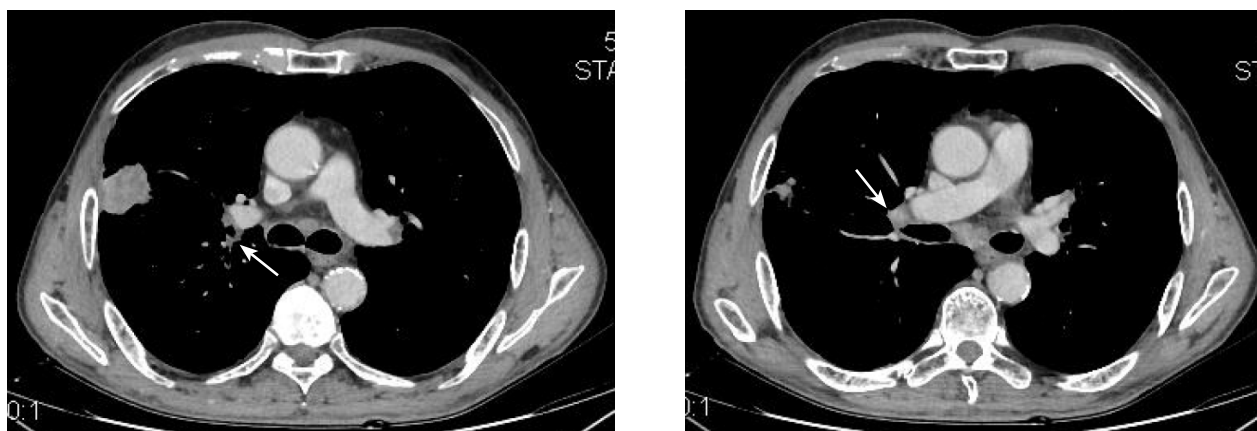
Пациент Б., 1954 г.р. КТ-картина периферического новообразования верхней доли правого легкого с инвазией в грудную стенку и ипсилатеральной лимфоаденопатией с перибронховаскулярным инвазивным характером роста правых бронхопульмональных групп лимфатических узлов (10–11-я группа) с интимным прилеганием к терминальным отделам правой главной ветви легочной артерии, главному бронху, бифуркационных групп лимфатических узлов (7-я группа). Интраоперационно: в S₂ верхней доли правого легкого субплеврально определяется опухоль с признаками врастания в висцеральную и париетальную плевру. Вокруг верхнедолевого бронха определяются плотные лимфатические узлы («bulky»), плотно спаянные с главным и промежуточным бронхом и признаками инвазии в промежуточный ствол легочной артерии. Учитывая местное распространение опухоли, принято решение выполнить пневмонэктомию. Морфология: инвазивная аденокарцинома солидно-муцинозного строения с папиллярным и ацинарным компонентами, метастатическое поражение бронхопульмональных и бифуркационных лимфатических узлов (pT2)
